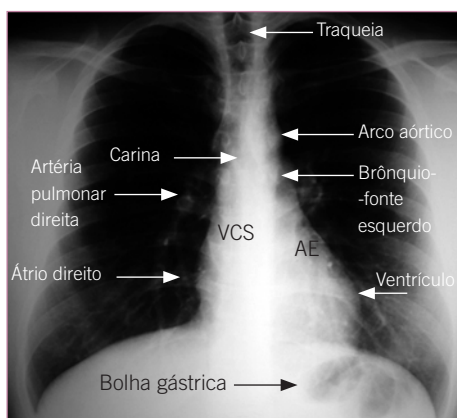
Radiografia de tórax normal em PA apontando as principais estruturas anatômicas identificáveis.
